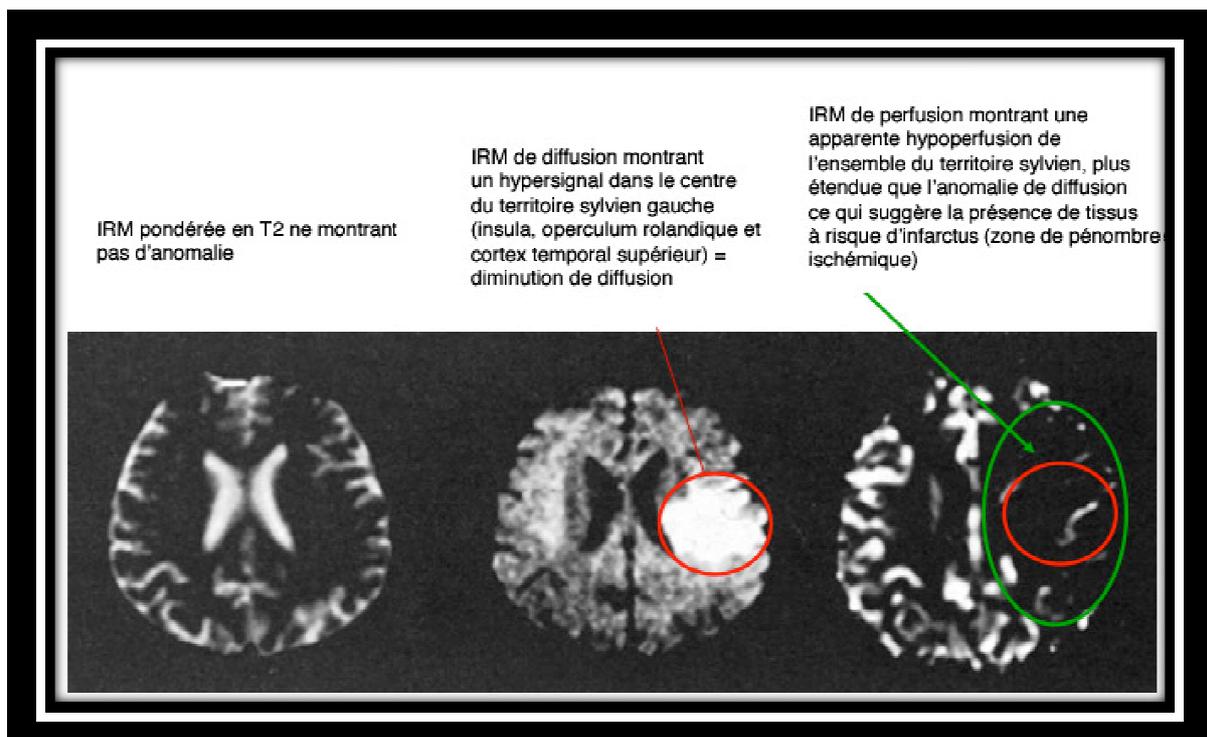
Les Accidents Vasculaires Cérébraux à L'IRM [29]
